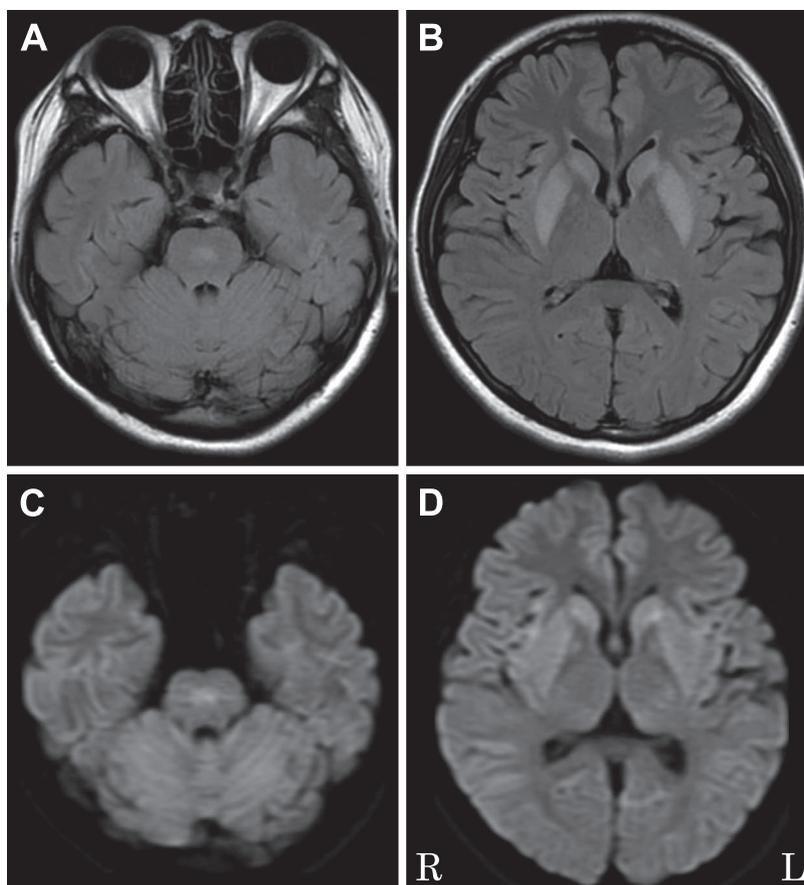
MRI findings on admission (30 days after transsphenoidal pituitary surgery). A, B) FLAIR (Axial, 1.5 T; TR 8,002 ms, TE 98.15 ms). C, D) DWI (Axial, 1.5 T; TR 3,200 ms, TE 67.5 ms). On both imagings, high signal intense lesions were detected in the pons and bilateral corpus striatum.
